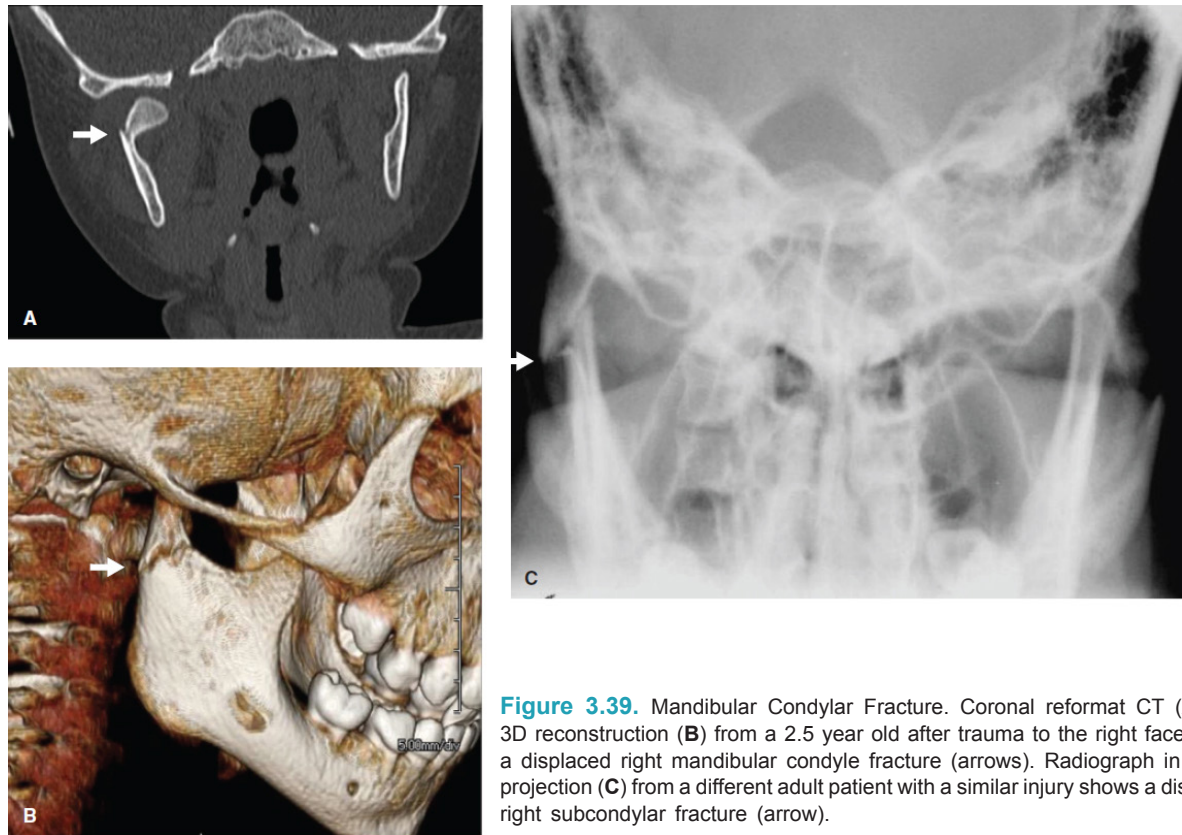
Mandibular Condylar Fracture. Coronal reformat CT (A) and 3D reconstruction (B) from a 2.5 year old after trauma to the right face reveal a displaced right mandibular condyle fracture (arrows). Radiograph in Towne projection (C) from a different adult patient with a similar injury shows a displaced right subcondylar fracture (arrow).
